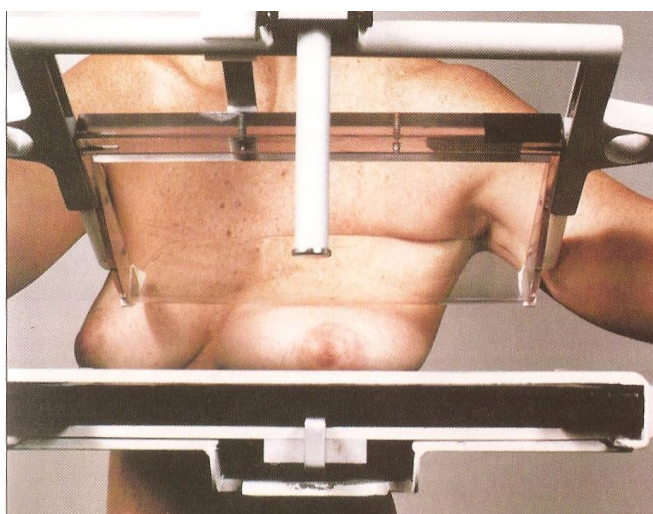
Mamografia: a mama é colocada alternadamente sobre uma placa metálica e radiografada por cima e na lateral.
